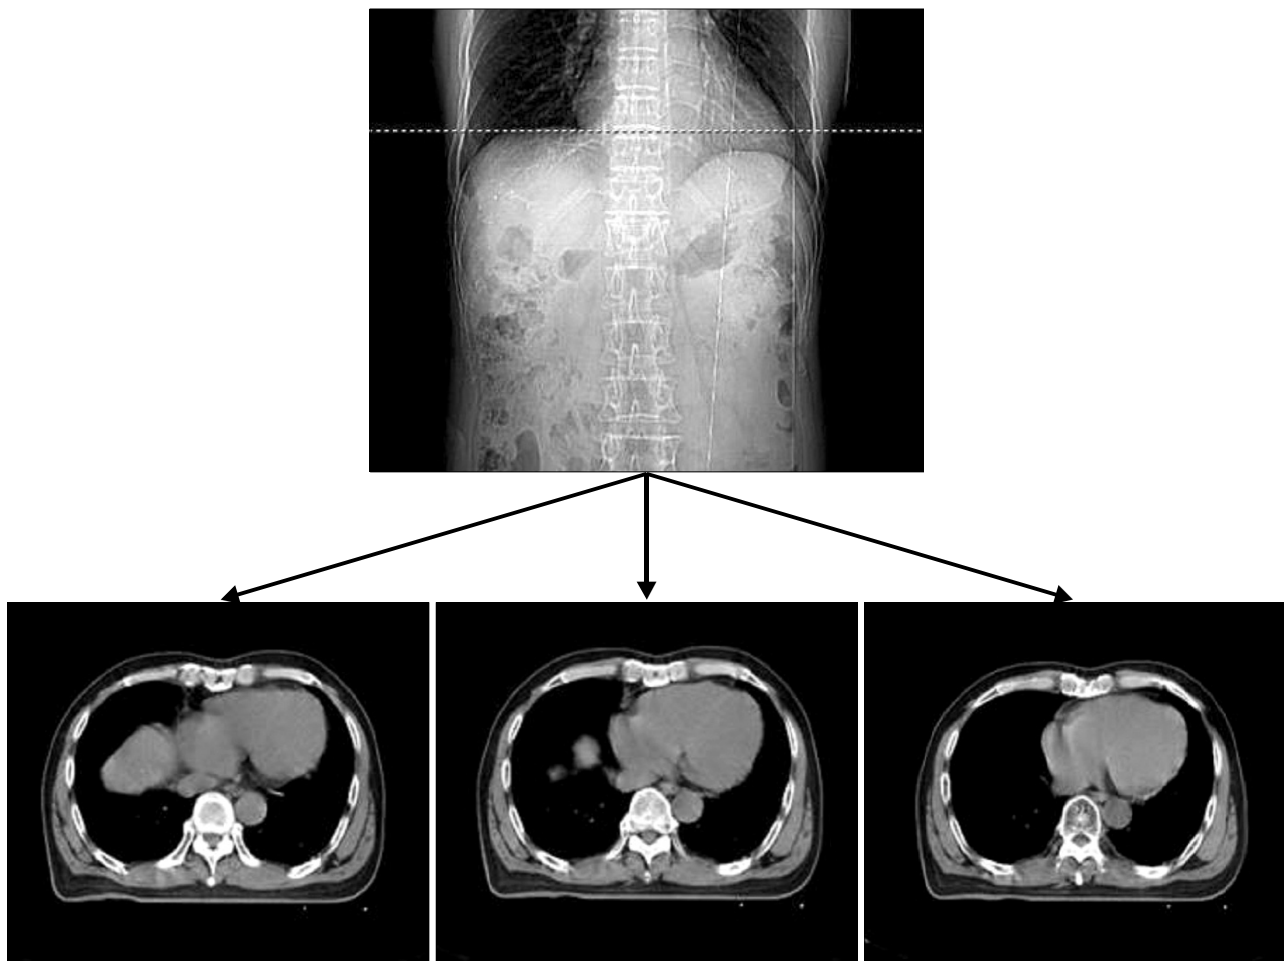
CT scan reveals the position on each respiration cycle.
